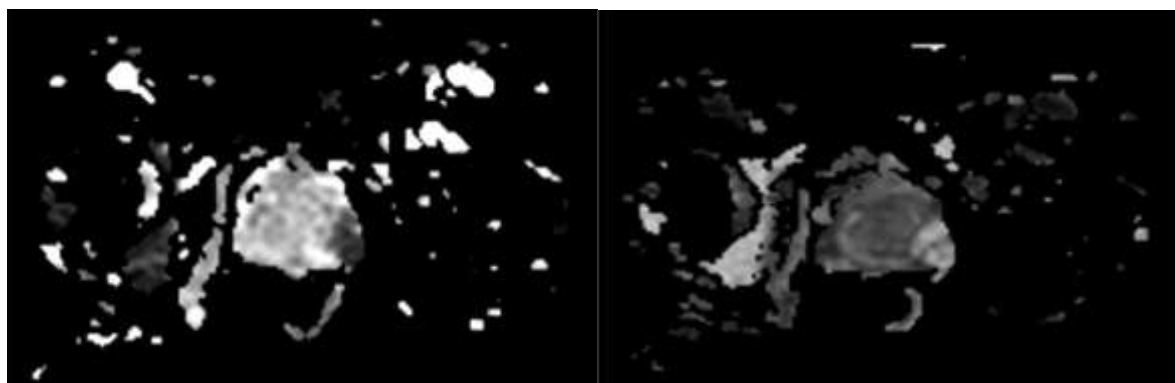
Очаг неопластического процесса на картах диффузии: гипointенсивный при $b=1000 \text{ с/мм}^2$ (слева) и гиперинтенсивные на ИКД карте (справа)
